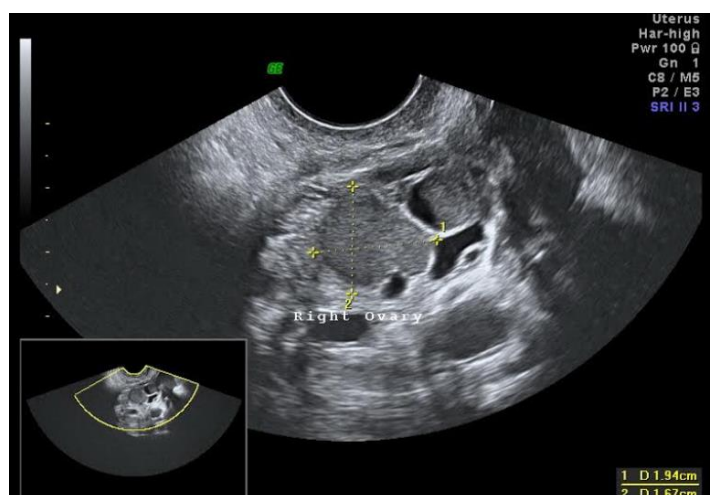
2D – УЗИ: в структуре пораженной гонады визуализируется 2 эндометриоидных образования.
